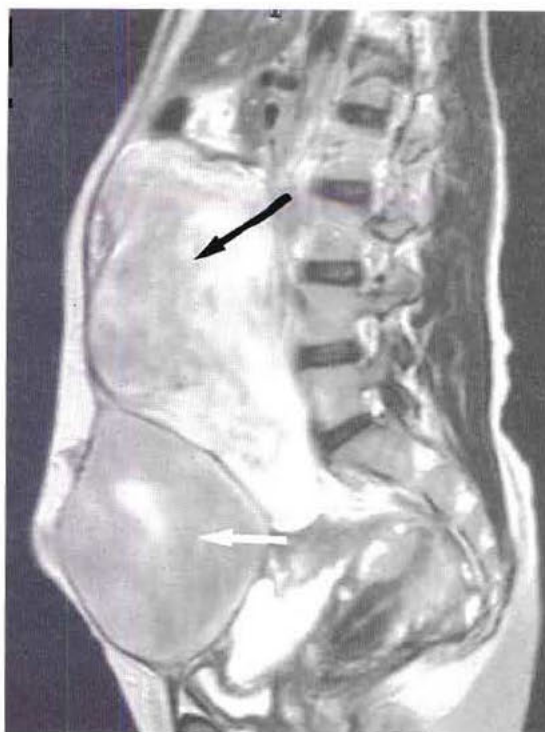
IRM abdomino-pelvienne en coupe sagittale chez un patient présentant une polypose adénomateuse familiale : volumineuse tumeur desmoïde (flèche noire) visible au dessus de la vessie (flèche blanche).
